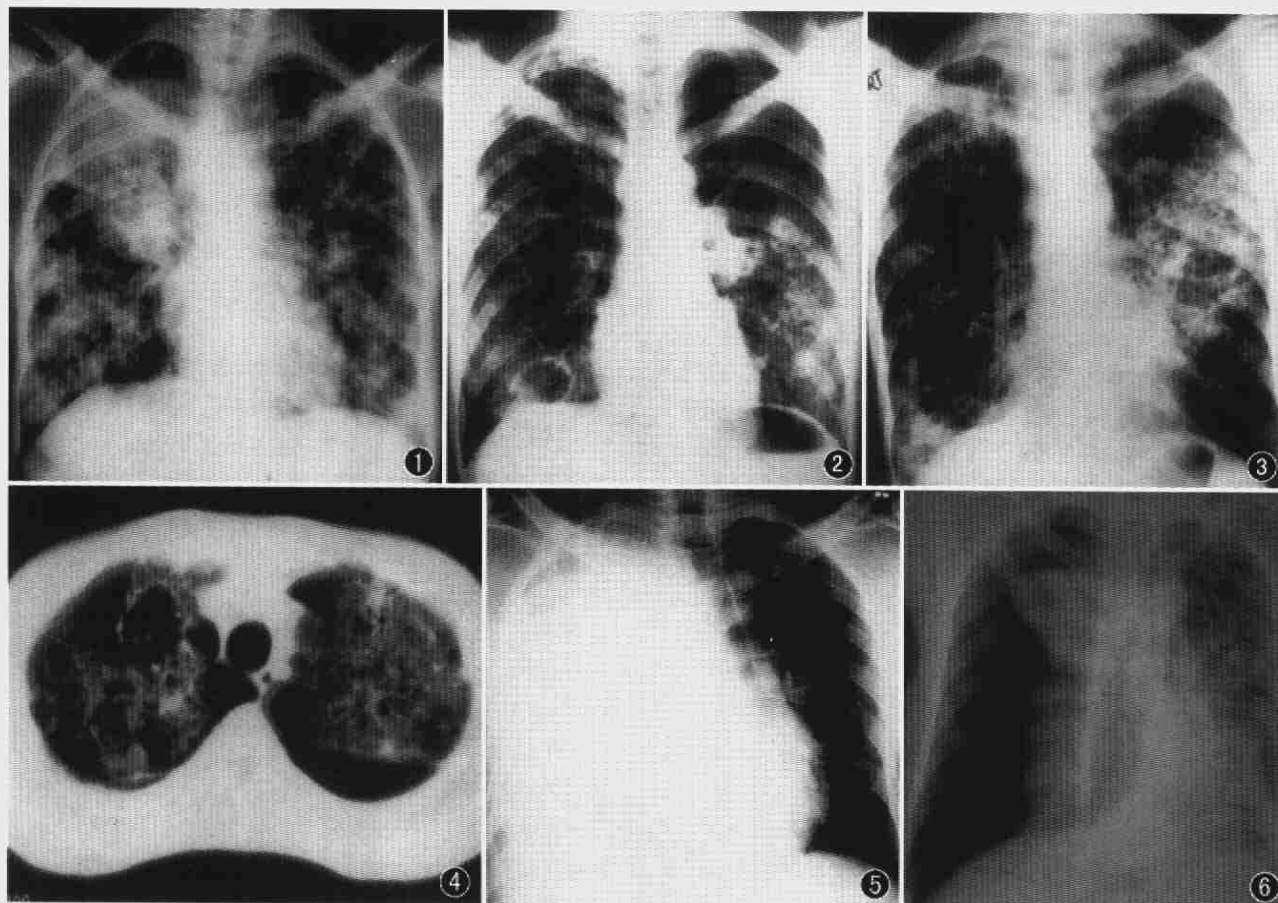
女,32岁,咳嗽、发热和咯血1个月余。查体:双肺可闻及少许湿啰音。胸片示两肺广泛散在结节状、索条状病灶,右上肺融合成片状,边模糊,水平裂上移伴肺门淋巴结肿大 图2 女,26岁,咳嗽、咯血和发热6d。查体:左下肺可闻及湿啰音。胸片示两肺散在分布的小结节状、索条状阴影,以左侧为著,其间可见多发空洞,左肺门淋巴结肿大 图3 男,28岁,咳嗽、咯血痰2周。查体:双肺未闻及干湿啰音。胸片示双肺透亮度增加,其间可见弥漫的网状结节病灶,以左侧为著,部分境界清楚,右侧少量胸腔积液 图4 男,31岁,咳嗽、咯血3周。查体:双肺可闻及少许湿啰音。CT示双上肺广泛网状结节病灶伴多发空洞形成,密度不均 图5 男,23岁,呼吸困难1d。查体:气管轻度左移,右侧呼吸音减弱,语颤减低,右胸叩诊浊音。胸片示右侧大量胸腔积液伴纵隔明显向左移位 图6 男,36岁,咳嗽、咳痰2个月,气促1d。查体:右侧呼吸音消失,叩诊呈过清音,左下肺可闻及湿啰音。胸片示右上肺结核伴气胸,外上方可见胸膜粘连牵拉位,纵隔向左移位;左肺可见散在片状模糊高密度影,左心缘及左膈面模糊不清。1周后死亡,尸检证实右上肺结核,左侧卡氏肺囊虫肺炎
